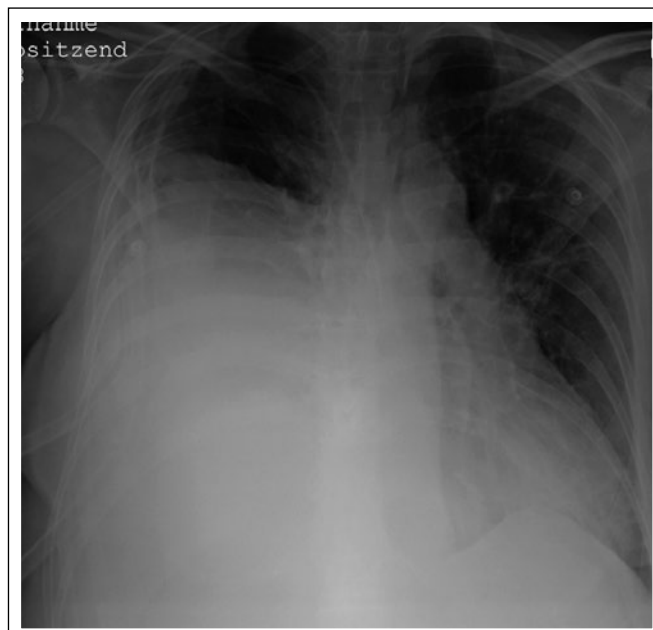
Präoperative Röntgenübersichtsaufnahme des Thorax: subtotale Verschattung des rechten Hemithorax.
